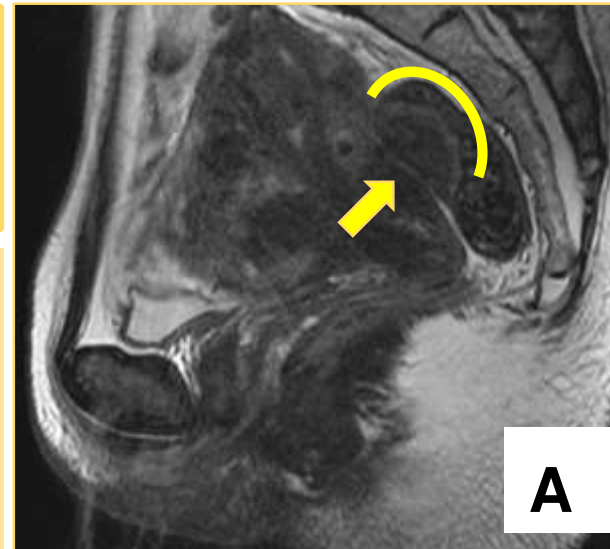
RM de recto corte sagital (A), axial (B) potenciados en T2 y de endoscopia (C), en una paciente con sospecha de neoplasia rectal. Se observa en el receso posterior de la pelvis signos de afectación por endometriosis profunda en el tercio superior rectal donde se visualiza una lesión de 2,5 cm con forma de champiñón.
